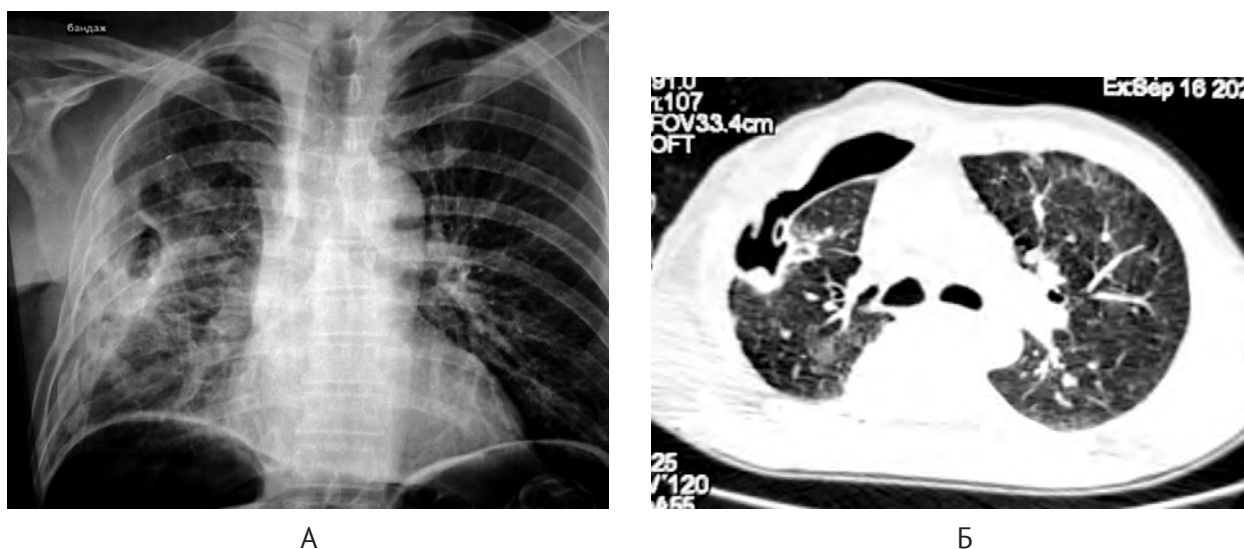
Поранений М., 49 років, бронхоплевральна нориця справа: А – оглядова рентгенографія органів грудної клітки; Б – комп'ютерна томографія органів грудної клітки.
